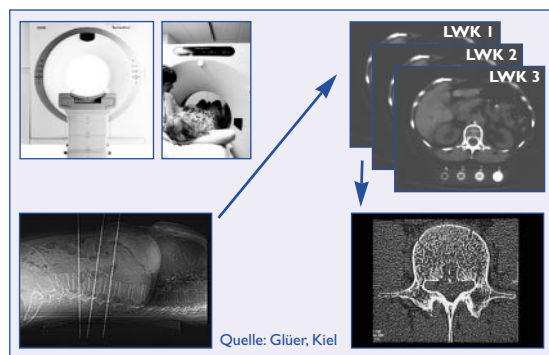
Knochendichtemessung – Computertomographie-Verfahren
